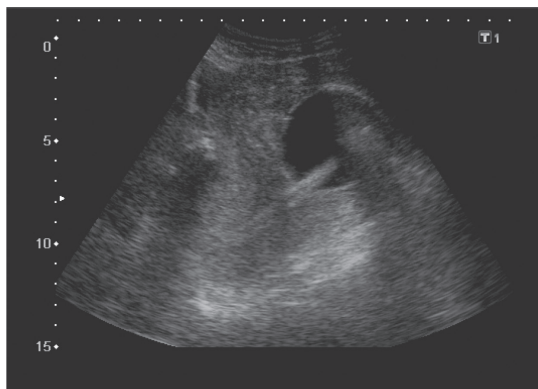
症例2 オバタメトロ[®] 挿入後 経腹超音波断層法
